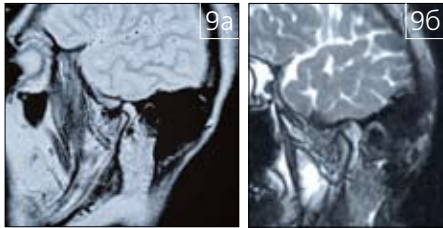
МРТ левого ВНЧС в косо-сагиттальной проекции пациентки И. с невправляемым двусторонним смещением суставного диска: а - положение суставного диска спереди от головки нижней челюсти (до проведения комплексной реабилитации); б - положение суставного диска над головкой нижней челюсти (после проведения комплексной реабилитации)
